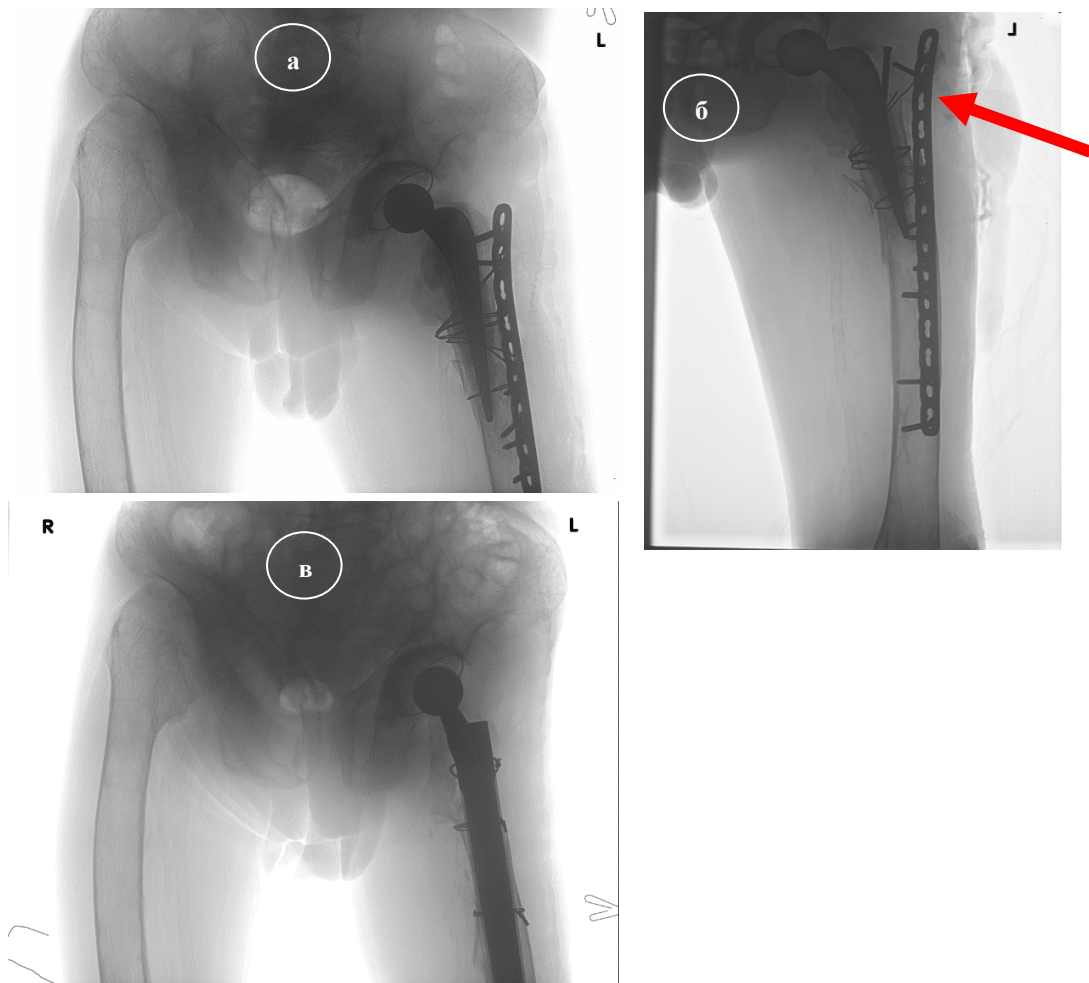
Контрольные рентгенограммы после второго и третьего ревизионного вмешательства при перипротезном переломе левого бедра:
